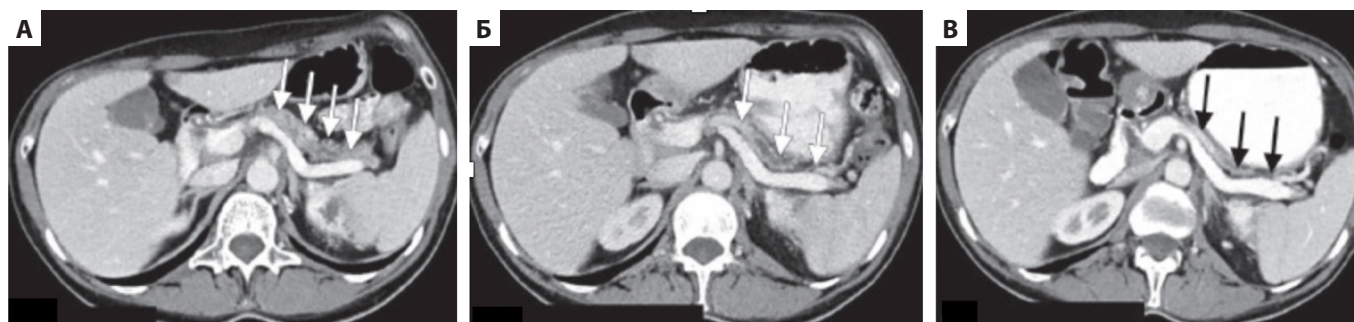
60-летняя женщина с метастатической почечно-клеточной карциномой. Начата иммунотерапия комбинацией двух ингибиторов контрольных точек (анти-CTLA-4 (ипилимумаб) и анти-PD-1 (ниволумаб)). На КТ-сканах до (А) и после (Б, В) иммунотерапии определяется прогрессирующая атрофия поджелудочной железы [14]
